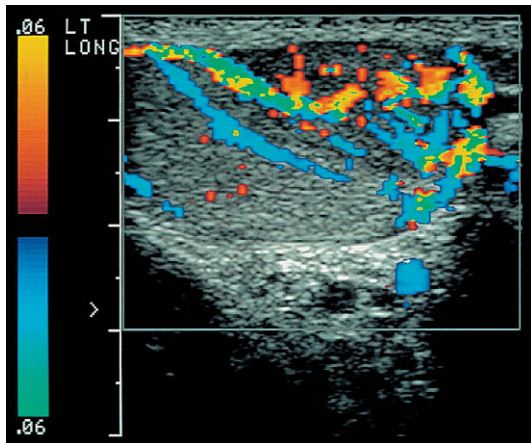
Proyección longitudinal de Doppler color de un testículo. Este paciente presentaba un dolor escrotal importante. Una región hipoeoica en el polo inferior muestra una importante hiperemia, a diferencia del polo superior. El diagnóstico fue de orquitis focal.
